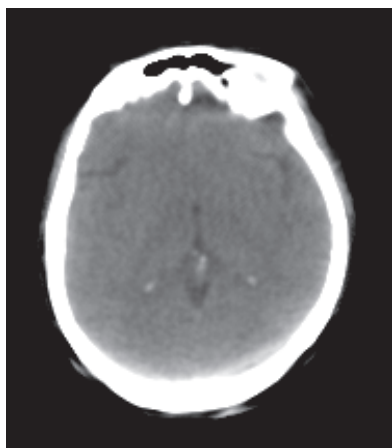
Рентгеновская компьютерная томограмма головного мозга больного З., 65 лет
